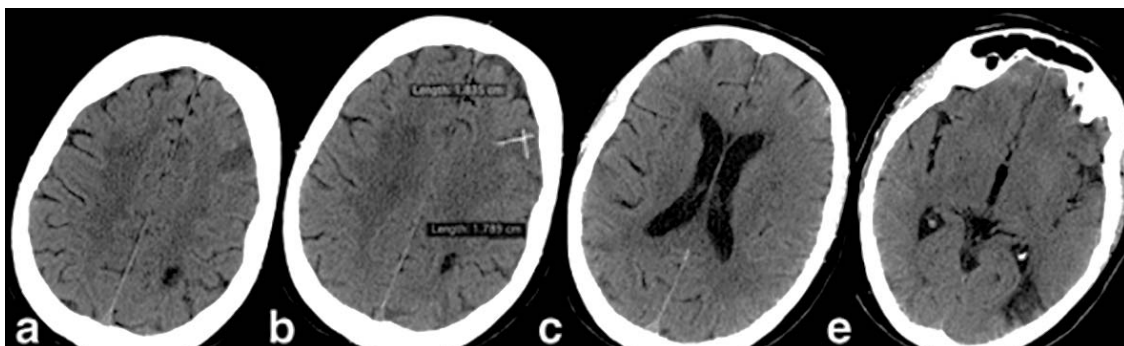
CT non-contrast peste 24 de ore de la debutul simptomelor. Focar subacut ischemic (b) frontal pe stânga, focare sechelare postischemice (a, b, e)
